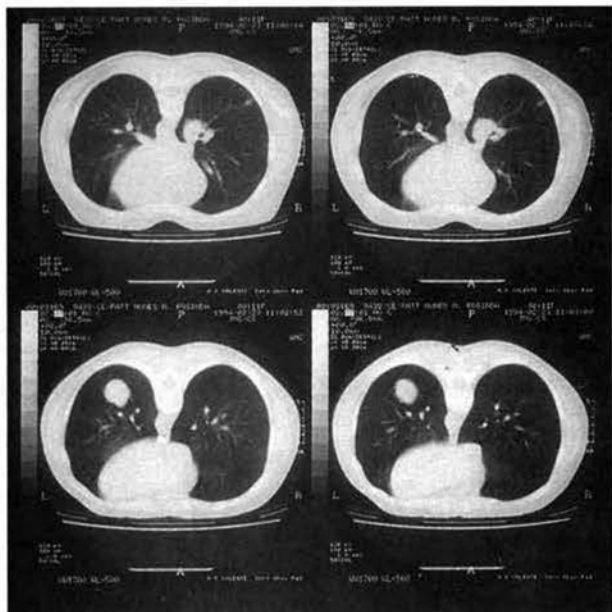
TAC (decúbito ventral) correspondente a Radiografia da Fig. 11. Metástases pulmonares de origem coloretal : LIE e LID (central).
